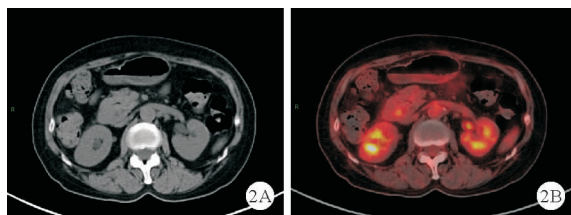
2018 年 4 月 16 日我院 PET-CT 复查结果:十二指肠降部肠壁增厚,代谢轻度弥散性增高,符合淋巴瘤治疗后活性受抑
